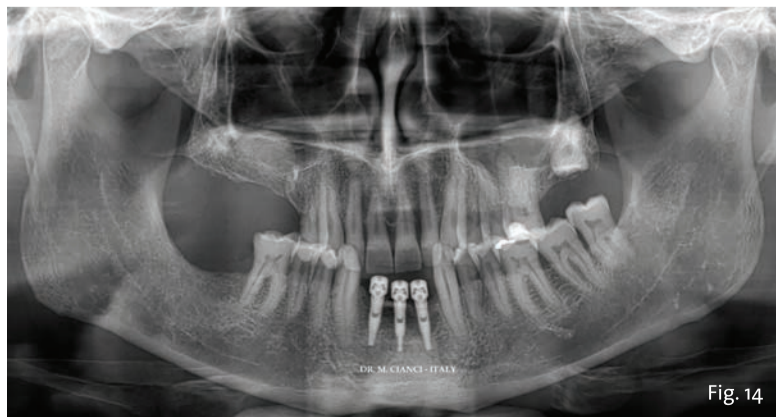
Ortopantomografia post-chirurgica.
